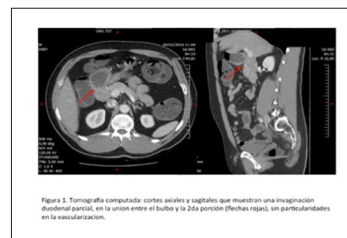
Tomografía computada: cortes axiales y sagitales que muestran una invaginación duodenal parcial, en la unión entre el bulbo y la 2da porción (flechas rojas), sin particularidades en la vascularización.
